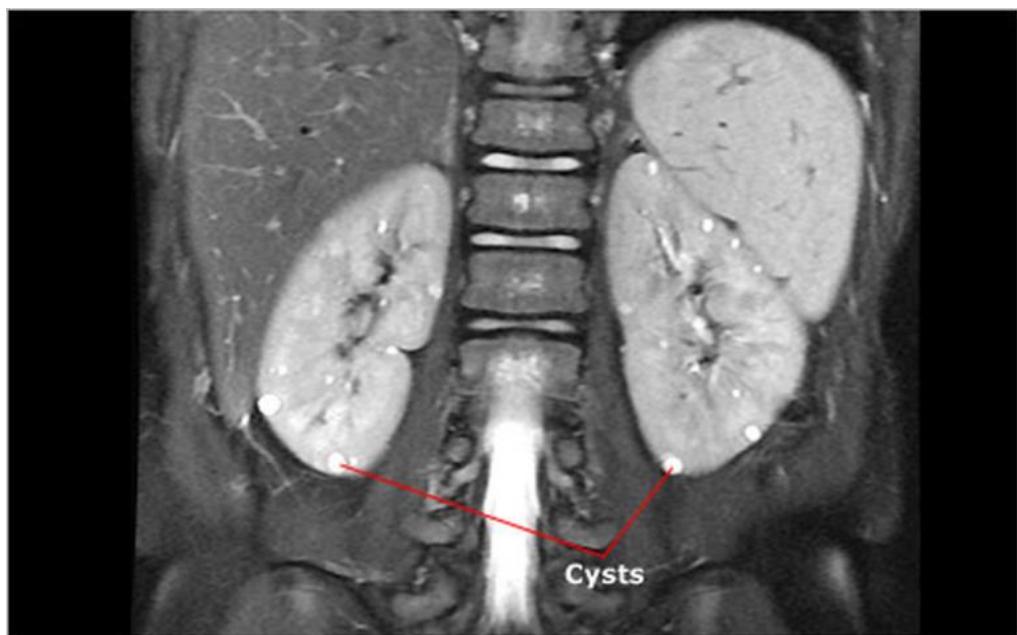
МРТ. Кисты почек
